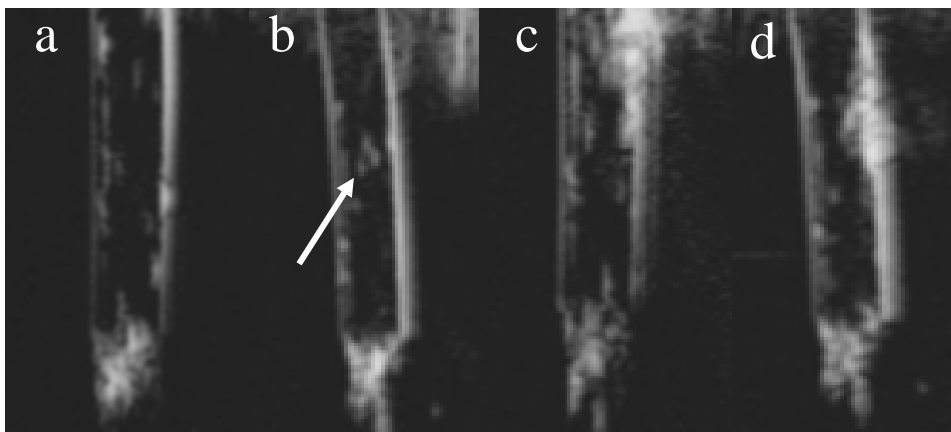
觀察不同作用狀況下奈米金液滴的反應。(a)當沒有任何作用時，無法觀察到奈米金液滴，(b)當使用雷射作用 3 分鐘後可以看到些微的氣化與穴蝕效應現象(箭頭處)，(c)利用雷射作用 3 分鐘，會有明顯的氣化效應產生，(d)當合併超音波及雷射，確實可以有效的氣化並擊破奈米金液滴
